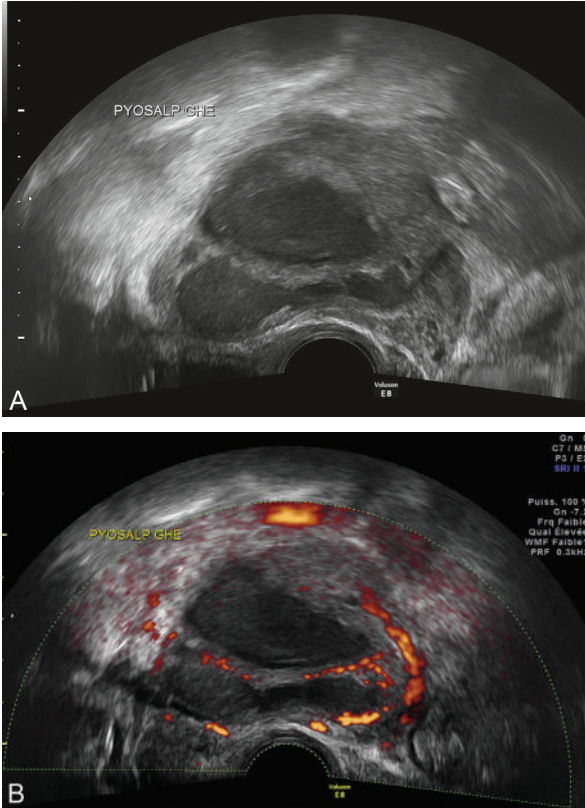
Échographie 2D retrouvant une masse latéro-utérine mal limitée hétérogène avec juxtaposition de zones anéchogènes (liquidienne) et de zones iso-échogènes au myomètre. Diagnostic de pyosalpinx.
